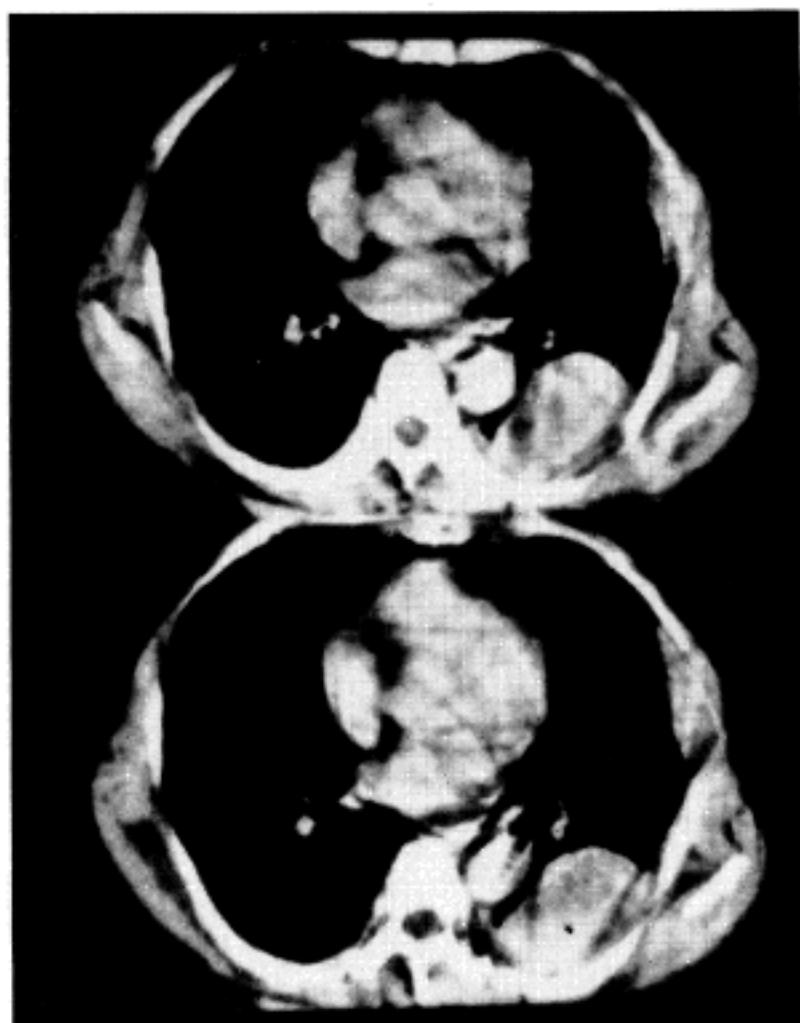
Chest CT scan reveals the irregular soft tissue mass with enhanced contrast in the left mid-lateral chest with destruction of surrounding lateral rib and loculated pleural effusion in the left mid-posterior chest.
